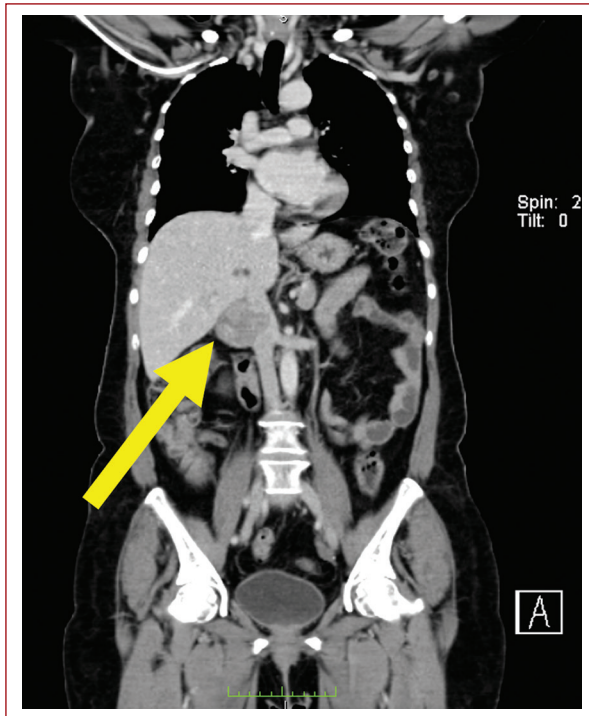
Corte coronal de tomografía computarizada con lesión tumoral retroperitoneal derecha con diámetro de 59 mm, que contacta con la glándula suprarrenal ipsilateral e infiltra a la vena cava inferior y a la vena renal derecha.
